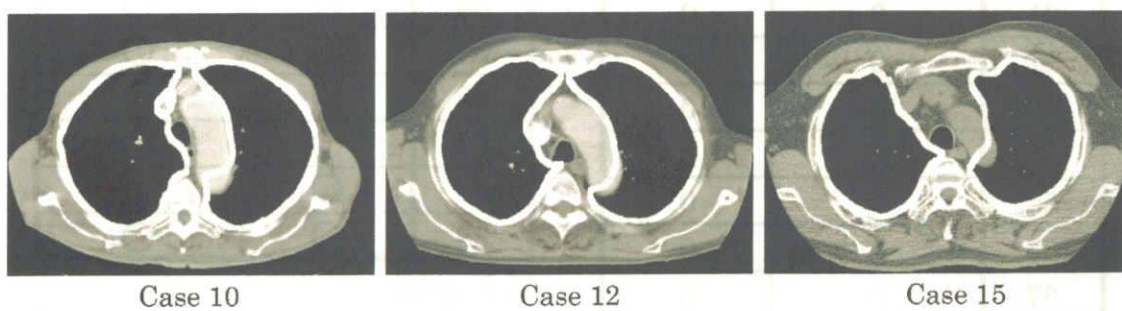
Examples of deterioration in the aorta (Thin-section CT).
